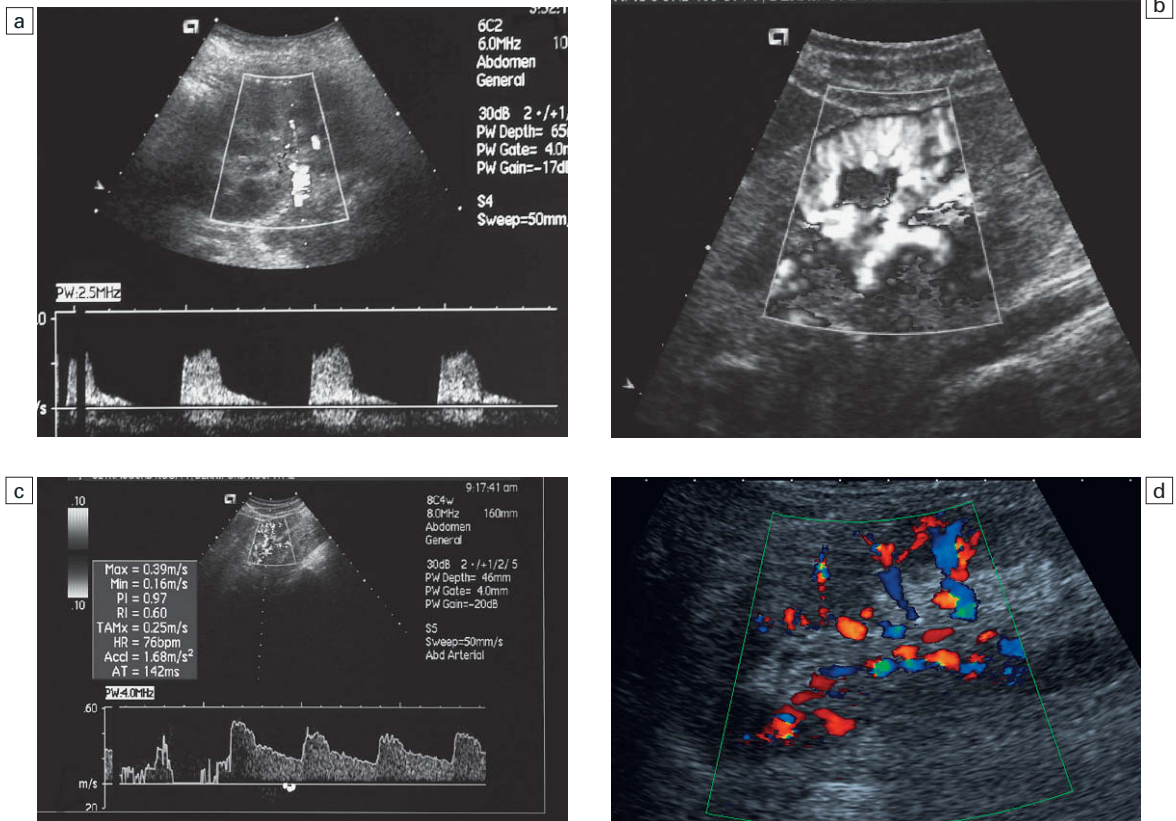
a) Nefropatía parenquimatosa difusa. El paciente presentaba elevación de la creatinina. Hay ausencia de flujo diastólico. b) y c) Doppler espectral y energía en un paciente con nefropatía diabética incipiente. El riñón está bien perfundido. d) Perfusión en color parcheada en un paciente con nefropatía parenquimatosa difusa. La resolución actual no permite una demostración clara de derivación intrarrenal.
